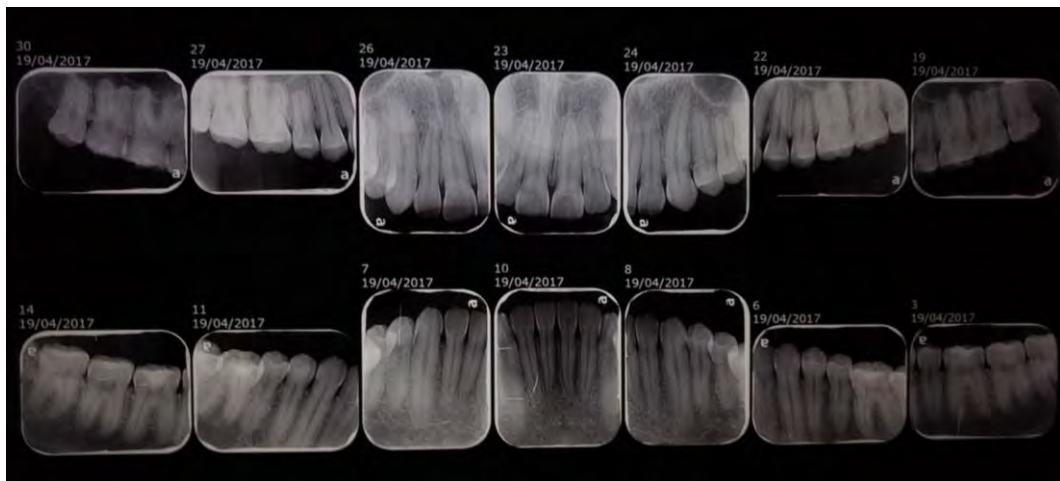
Serie periapical^{fd}
